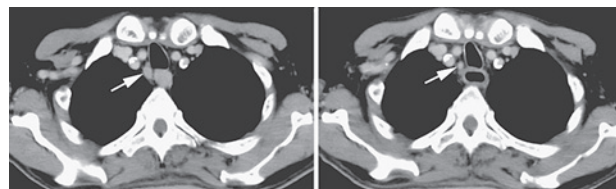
造影CT：左はリンパ節106recRの腫大，治療後（右）その縮小を認める
